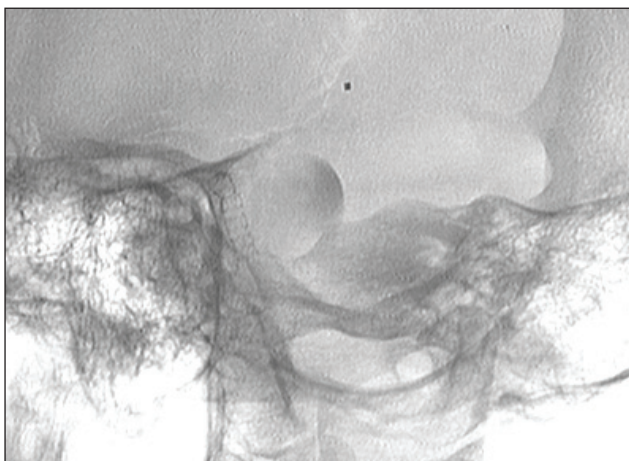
Интраоперационная рентгено-краниография (полубоковая проекция) пациентки С., 1977 г.р.: видна тень графт-стента, следы запертого контрастного вещества в аневризме
